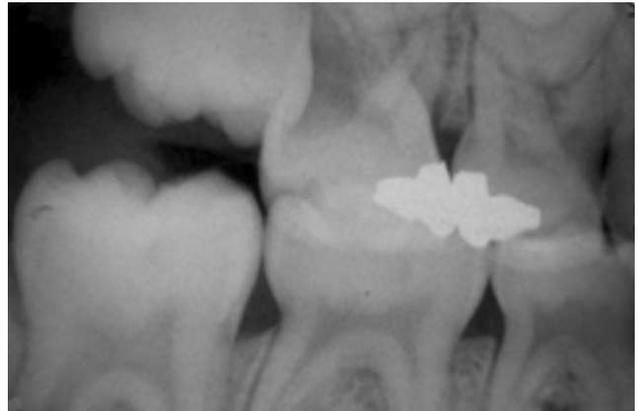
Radiografía panorámica y Fig. 2. Radiografía Bite Wing (marzo 2005), donde se observa reabsorción atípica, incipiente de la raíz distal del segundo molar temporal adyacente.
